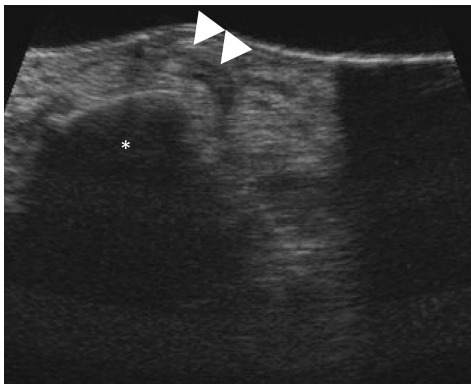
超音波検査で腓骨筋腱（矢頭）が脱臼し pseudopouchに入り込んでいる。\*：外果
